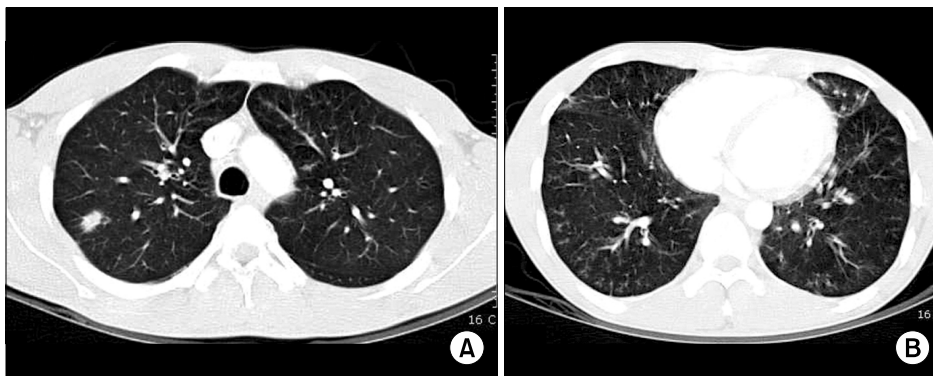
Computed tomography from the presented patient, there are multiple, variable-sized, nodules, or nodular airspace consolidation in both lungs (A). At lower area of lung shows mild bronchial dilatation, bronchial wall thickening and tiny centrilobular branching opacities (B).
